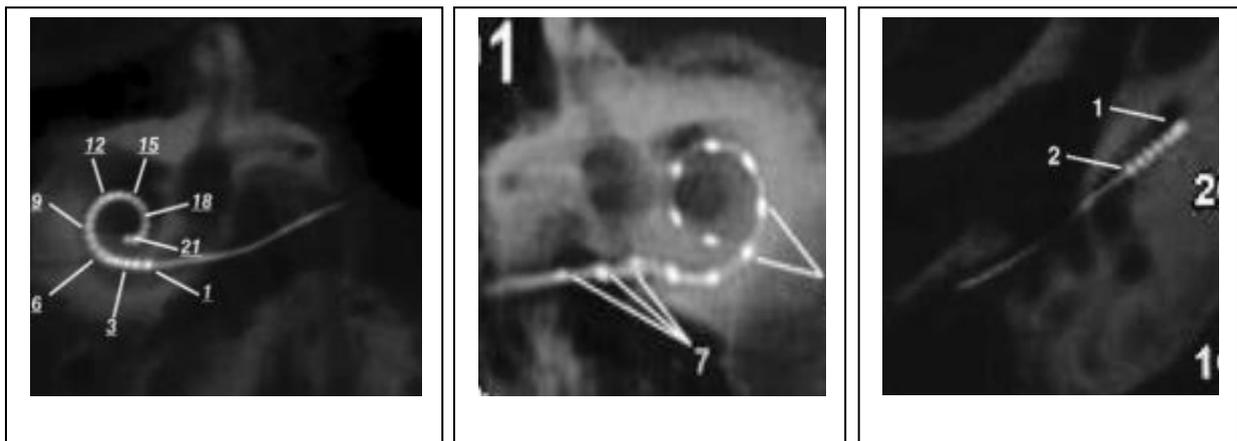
Deuxième génération de cone beam contrôlant un implant cochléaire à 22 électrodes
